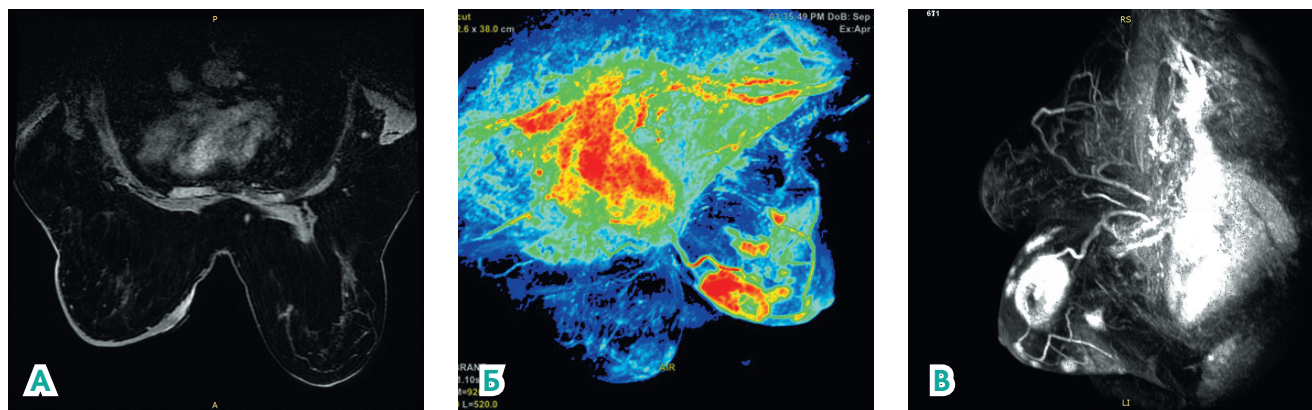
МРТ молочных желез: А — аксиальный срез в режиме T2 с подавлением сигнала от жировой ткани; Б — 3D-реконструкция перфузионной серии с цветовым картированием; В — MIP-реконструкция с субтракционной серией.
